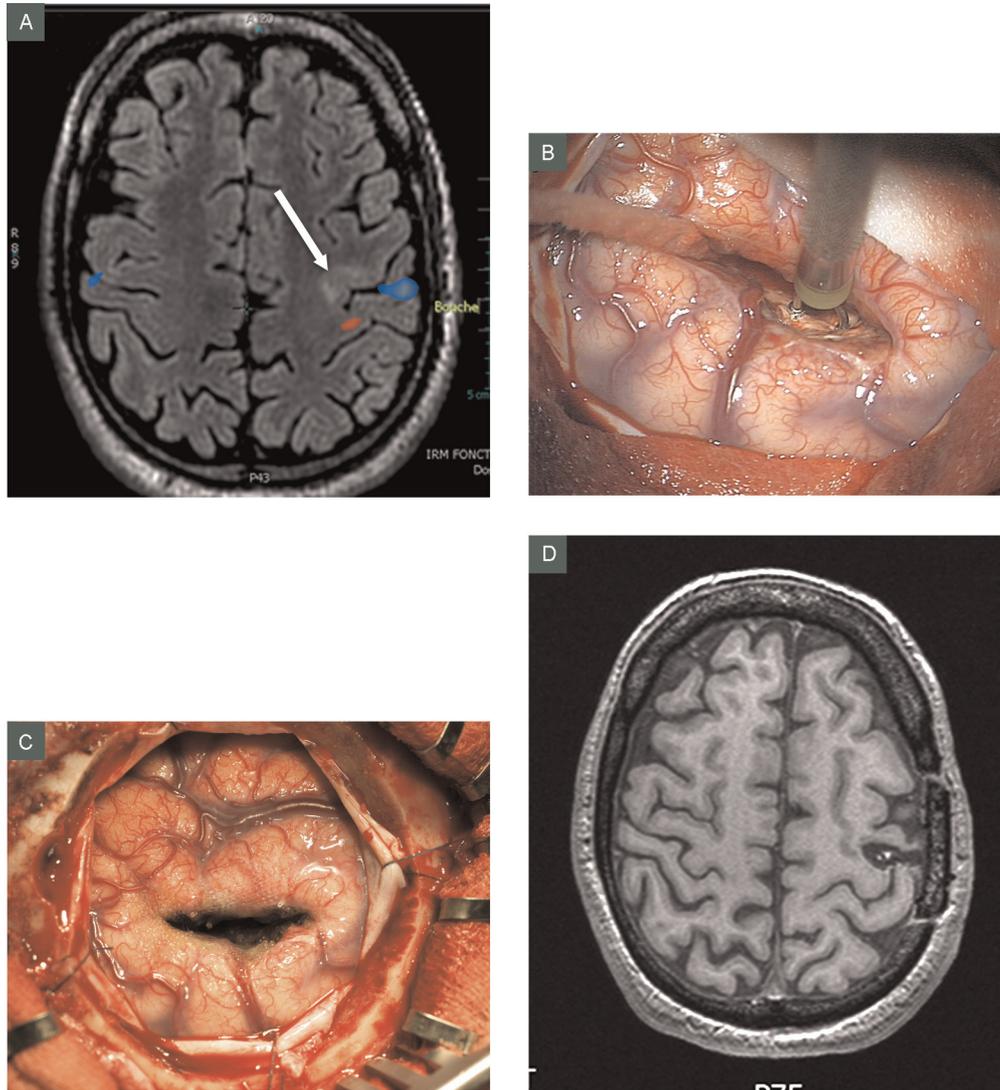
Résection extra-temporale en région fonctionnelle : chirurgie d'une dysplasie corticale focale de la région rolandique gauche. A. IRM fonctionnelle motrice préopératoire en séquence FLAIR : la dysplasie est visible au niveau de la berge antérieure du sillon central (flèche) ; les zones d'activation de la main (rouge) et de la bouche (bleu) sont adjacentes à la dysplasie mais distinctes d'elle. B. Aspect opératoire : des stimulations sous-corticales permettent de localiser le cortex moteur. C. Aspect opératoire en fin de résection : minime dissection du sillon central pour préserver les structures fonctionnelles. D. IRM postopératoire : la résection de la dysplasie est complète, et le sillon central respecté. Absence de déficit moteur permanent en postopératoire ; disparition complète des crises d'épilepsie à un an de l'intervention.
